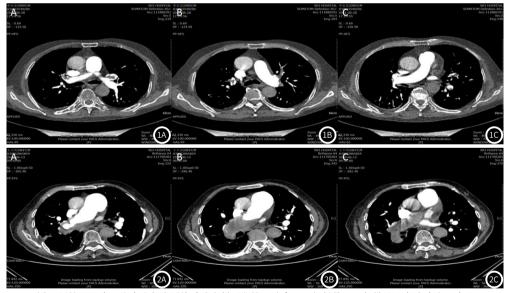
男性,90岁,临床诊断为冠状动脉粥样硬化性心脏病。双低剂量CTPA扫描显示左肺动脉远端及左肺上叶动脉前段、右肺上叶动脉后段呈条状、结节状充盈缺损(图1A);右肺中叶动脉内侧段、左肺上叶动脉前段条片状充盈缺损(图1B);右肺动脉远端、左肺舌段动脉小结节状充盈缺损(图1C);充盈缺损CT值30 Hu左右,充盈缺损为肺栓塞。图2 男性,81岁,临床诊断为慢性肺源性心脏病。双低剂量CTPA扫描显示右肺动脉主干及右下肺动脉主干及分支斑块状充盈缺损(图2A);右肺动脉主干重度狭窄(图2B);右下肺动脉闭塞(图2C);充盈缺损CT值30Hu,充盈缺损为肺栓塞。
